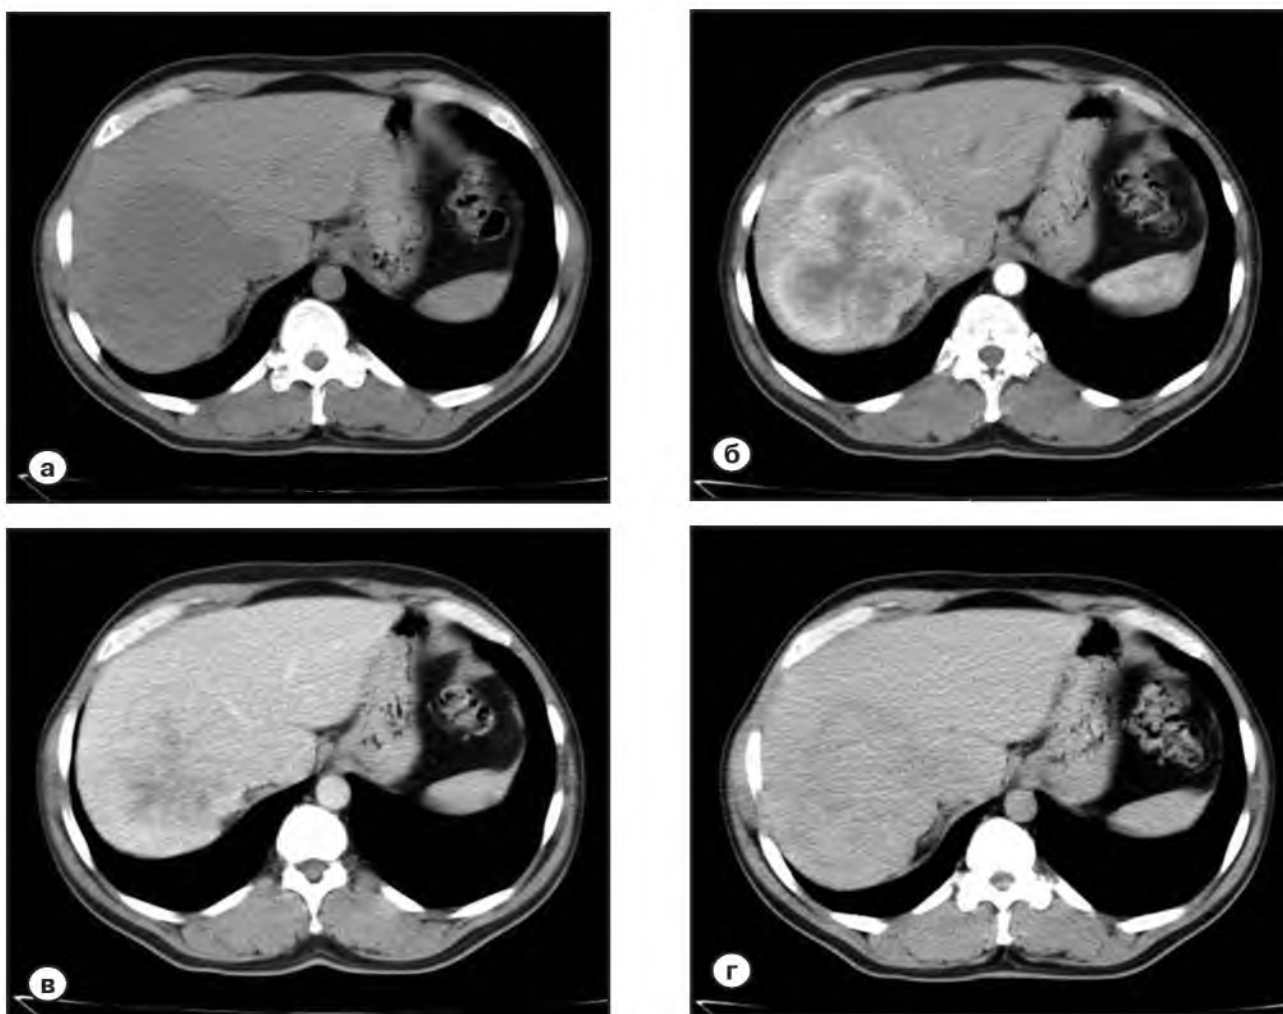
Компьютерно-томографические характеристики высокодифференцированного гепатоцеллюлярного рака:
